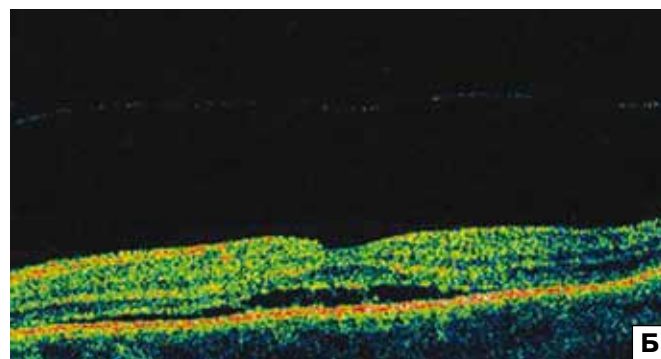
Больная Ж. А — увеальная меланома внецентральной локализации; Б — оптическая когерентная томография. Опухолеассоциированная дистантная макулопатия. Утолщение пигментного эпителия.
